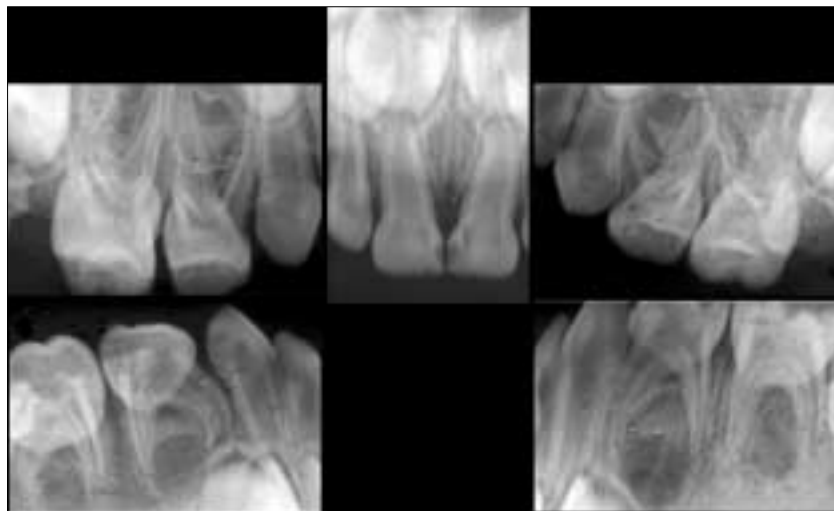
Periapical radiograph (Case 1).
